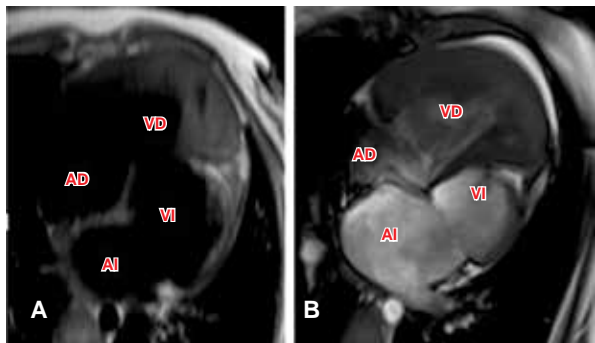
A. Imagen 4 ch en secuencia T1-TSE (true spin echo). B. Imagen 4 ch cine RM en donde no se observa el ápex.
